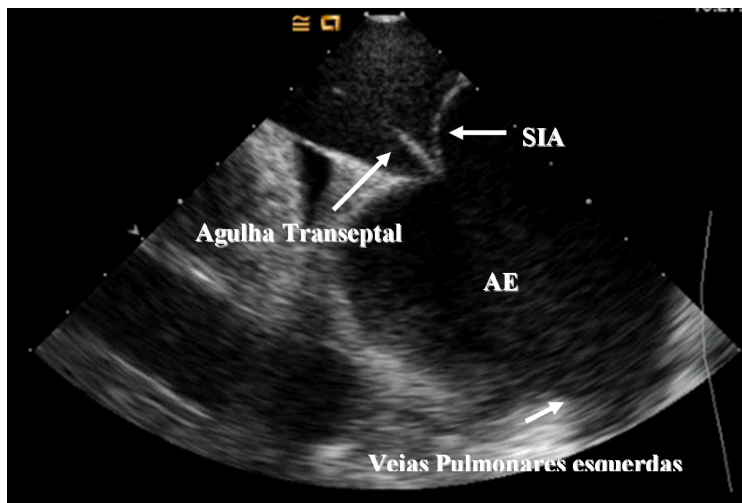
Realización de punción transeptal bajo visualización directa del septo interatrial (SIA) a través del ecocardiograma intracardiaco. Se nota formación de tienda en el septo por la presión de la vaina.
